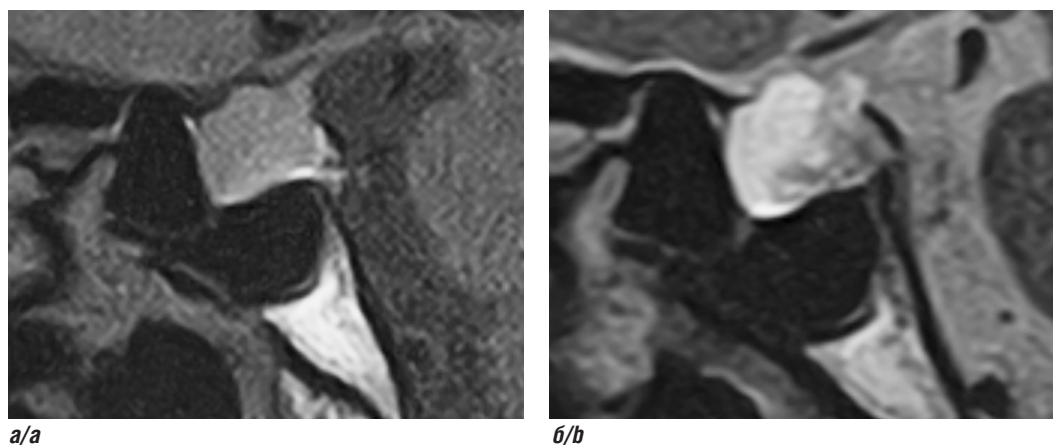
МРТ пациента с селлярной эпидермоидной кистой: *a* — T1-ВИ SAG; *b* — T2-ВИ SAG. Кистозное образование селлярной ямки изоинтенсивного сигнала на T1-ВИ, неоднородного изо-гиперинтенсивного — на T2-ВИ (Постаногов Р.А., 2025)
